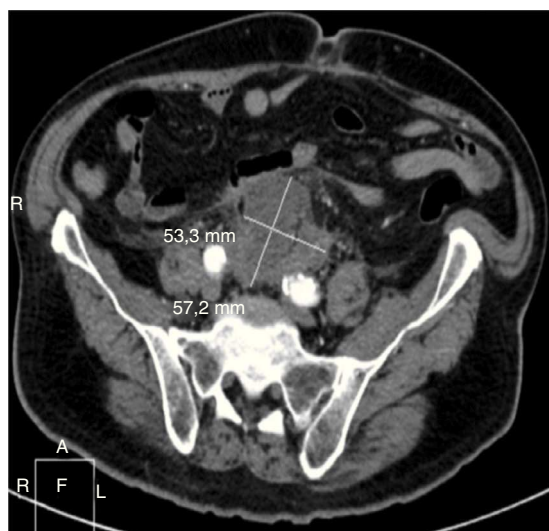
Imagen del TAC con la colección periaórtica desde arteria renal izquierda hasta bifurcación aórtica.
